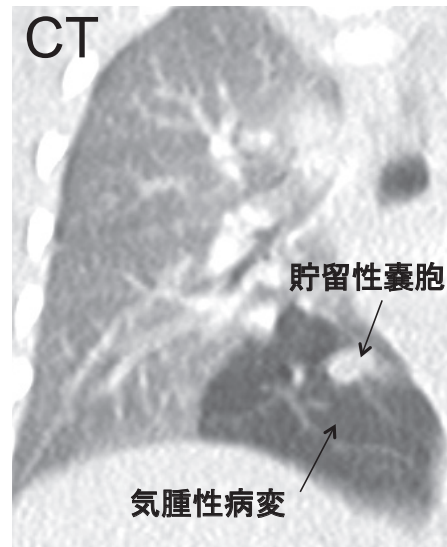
CCAM 2型を合併したB<sup>10</sup>亜区域気管支閉鎖症例での術前CT所見
